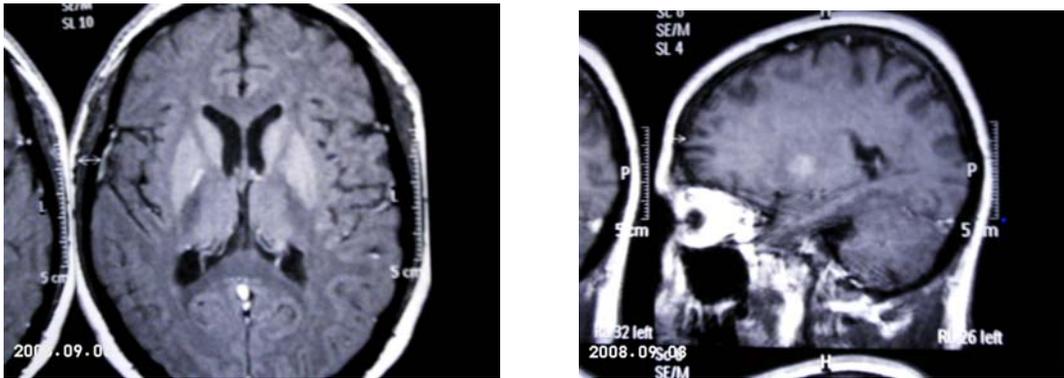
Resonancia magnética de cráneo, en corte axial y sagital que muestra zonas hiperintensas en región de cápsulas internas. Tomadas el 5 de septiembre del 2005.
